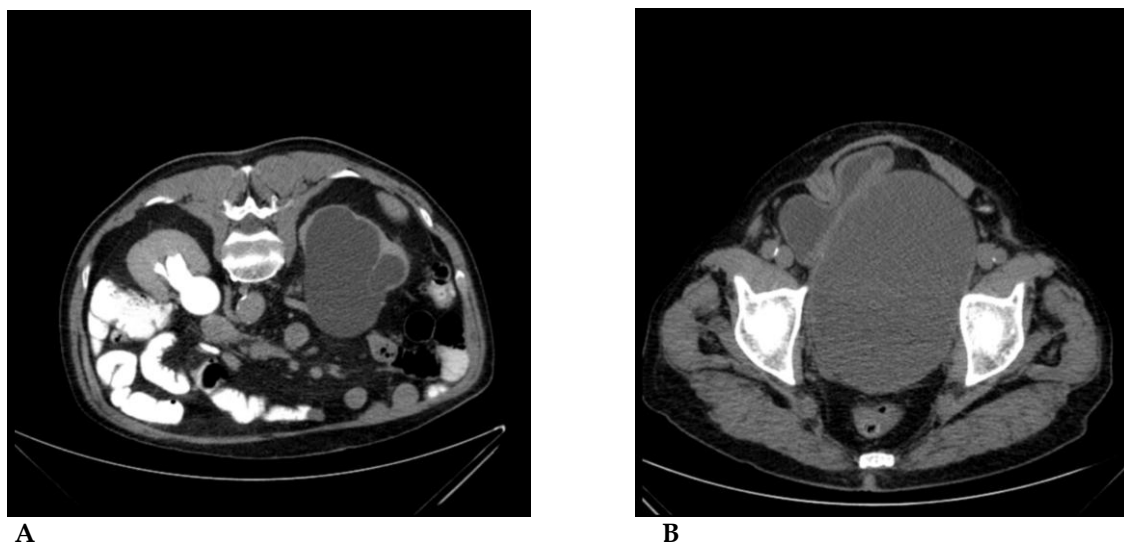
Tomografía axial computarizada. Cortes transversales. A: Hidronefrosis severa izquierda con atrofia cortical. Uréterohidronefrosis derecha grado II. B: Formación quística con hernia vesical hacia área inguinal derecha.
